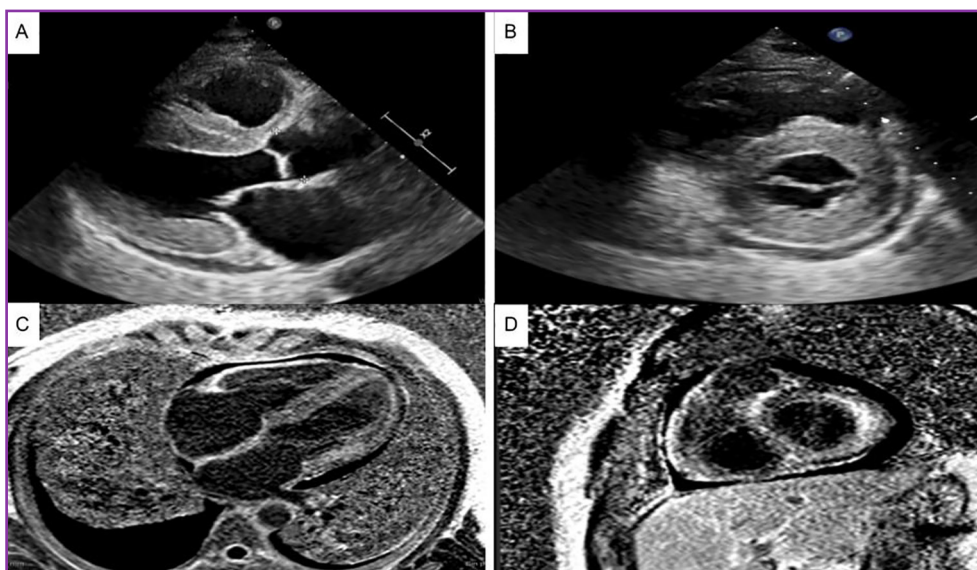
A: Ecocardiograma transtorácico vista eje largo paraesternal izquierdo donde se observan diámetros del ventrículo izquierdo conservados. Aumento de espesores parietales, con espesor septal de 1.93 cm y de pared posterior de 1.7 cm. B: Ecocardiograma transtorácico vista de eje corto a nivel de la válvula mitral. Se observa un gran aumento de los espesores parietales del ventrículo izquierdo, así como también signos de hipertrofia ventricular derecha. C: Resonancia magnética cardíaca con contraste. Vista de 4 cámaras en la que se observa el realce tardío de gadolinio subendocárdico difuso, con anulación del *pool* sanguíneo. D: Resonancia magnética cardíaca con contraste. Vista de eje corto donde se observa marcado realce tardío de gadolinio y anulación del *pool* sanguíneo
